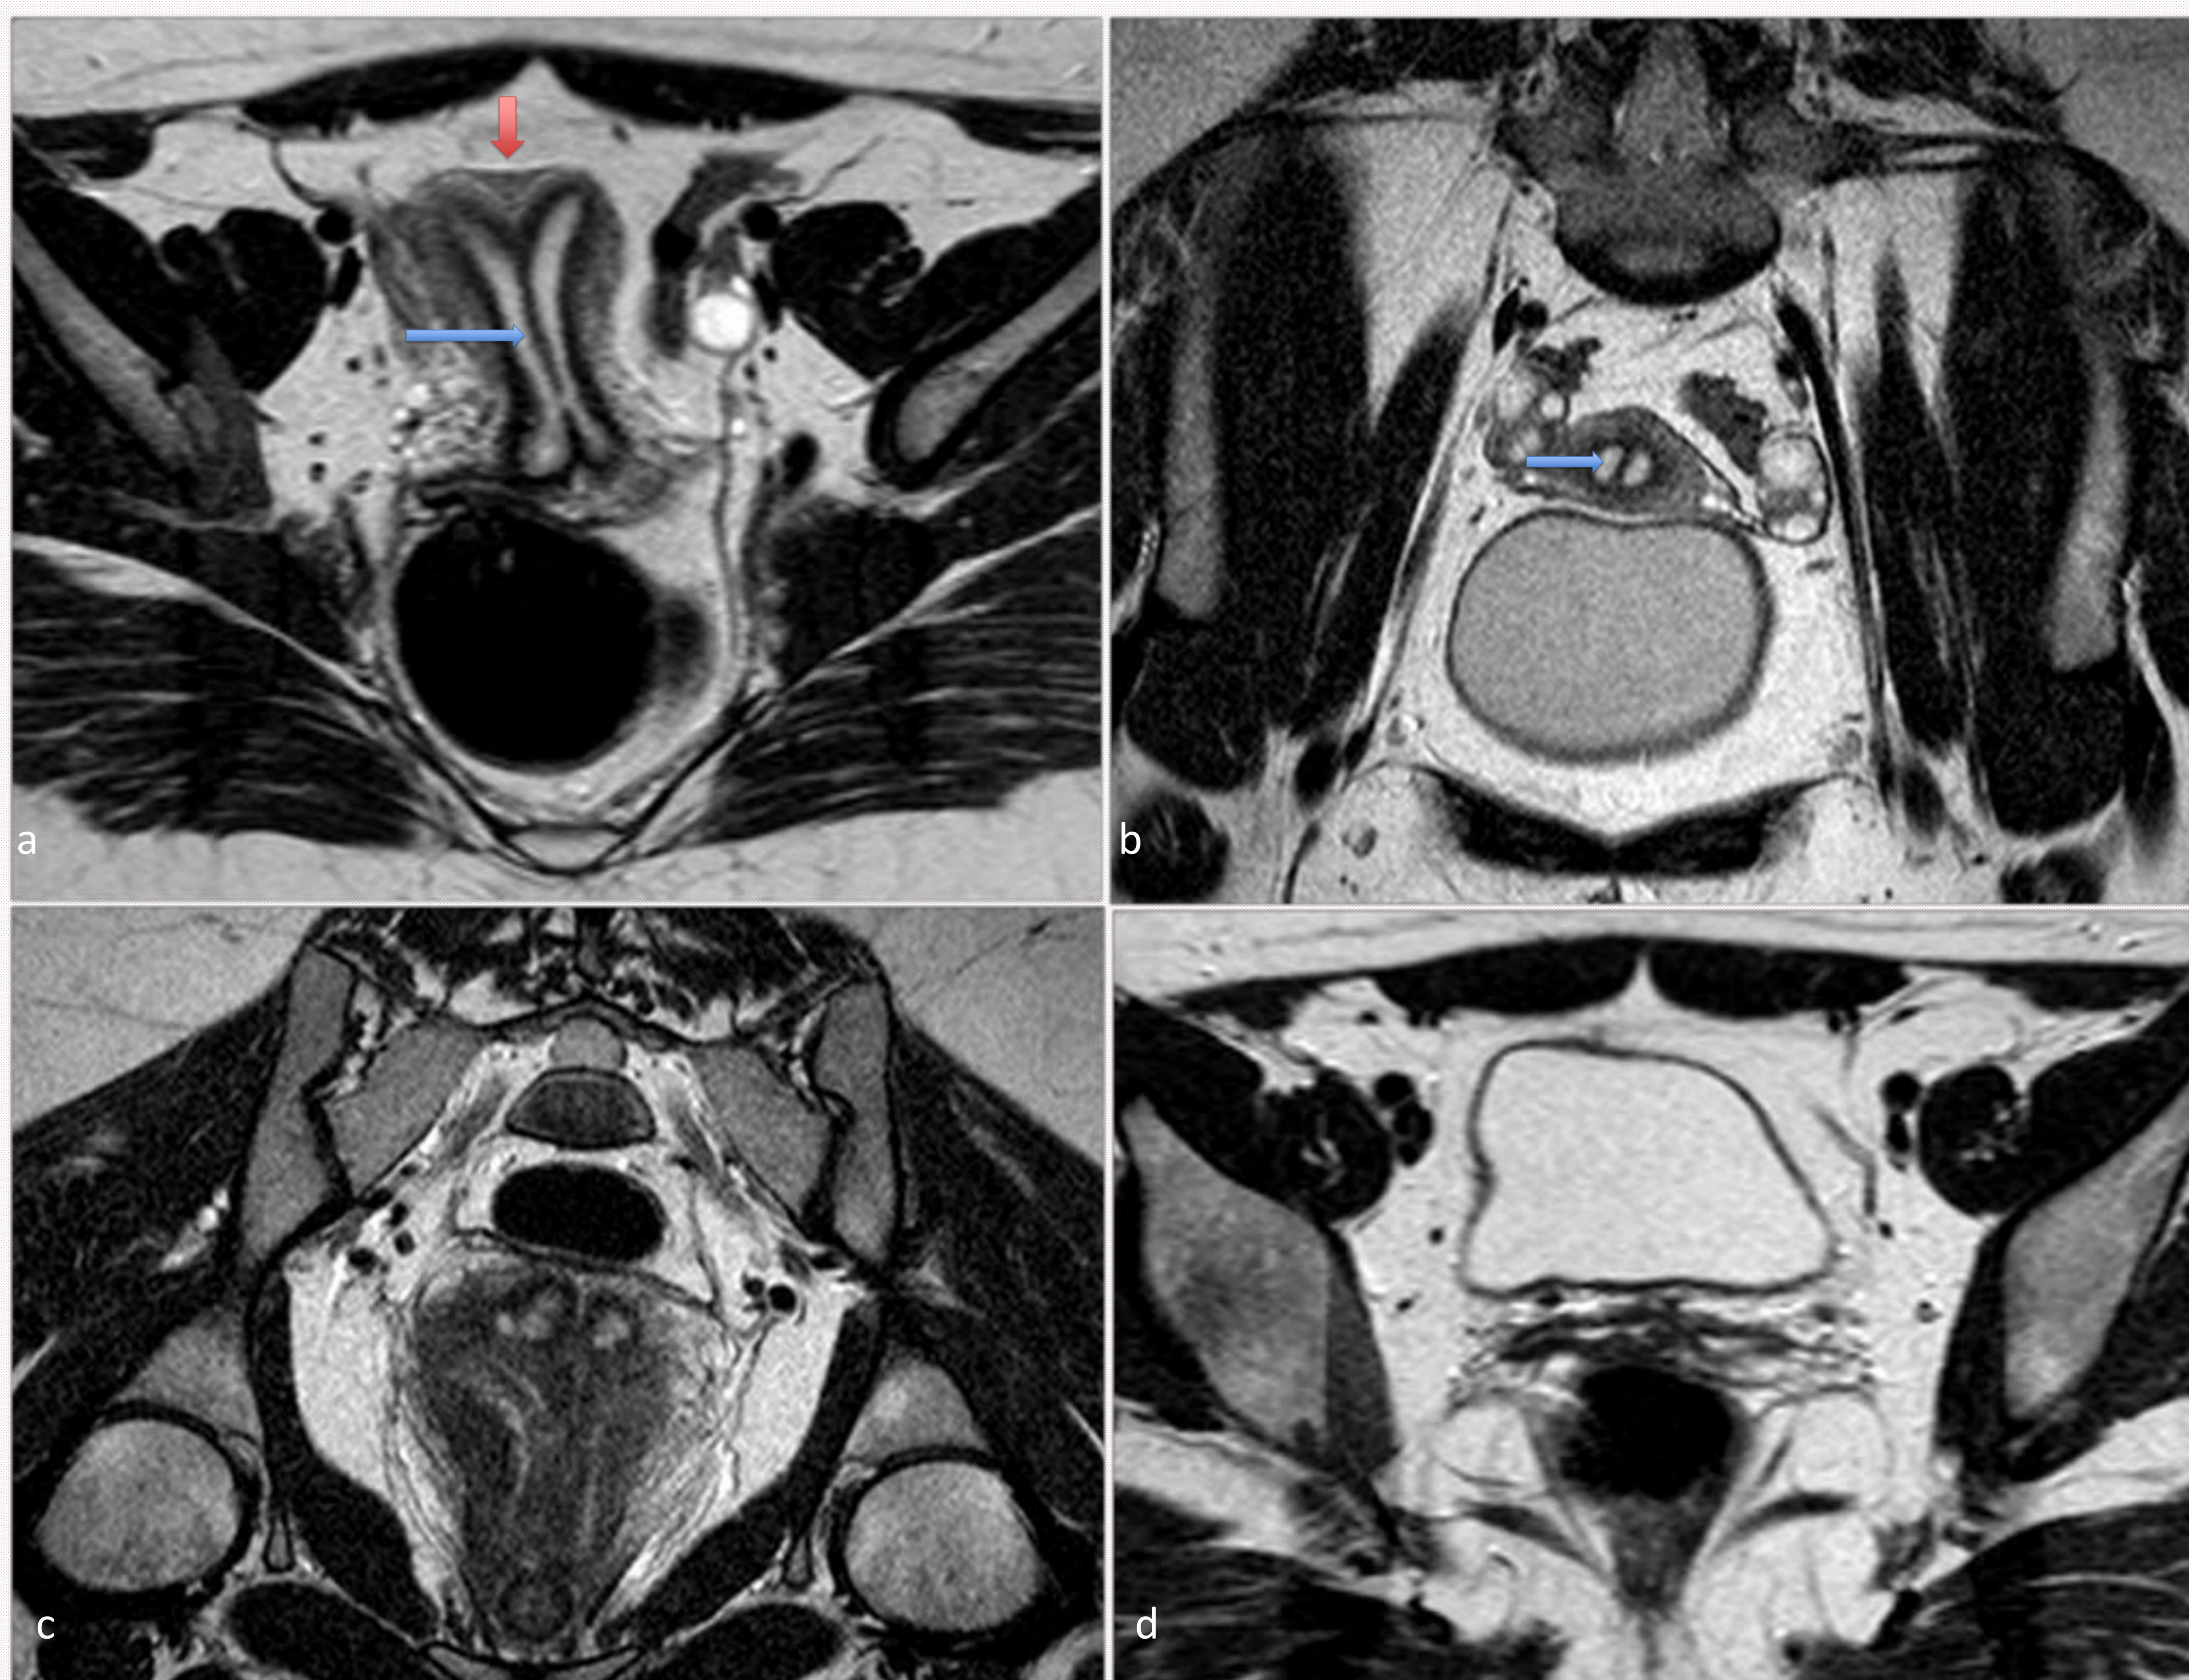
Paciente de 30 años que consulta por esterilidad. En exploración se detecta tabique vaginal y dos cérvix uterinos. US sospecha de útero doble RM con secuencias potenciadas en T2 axial (a,d) y coronal (b,c) Se objetiva útero de contorno externo normal (flecha roja en a), con un septo que se extiende hasta cérvix (flechas azules), doble cérvix (c) y doble vagina (d)
